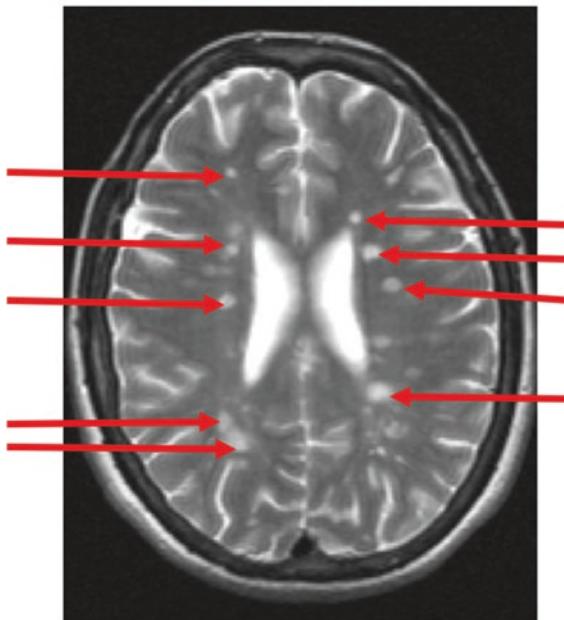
T2-gewichtetes MRT mit vielen hellen, hyperintensen MS-Herden im Marklager, als typische „weiße Flecken“
